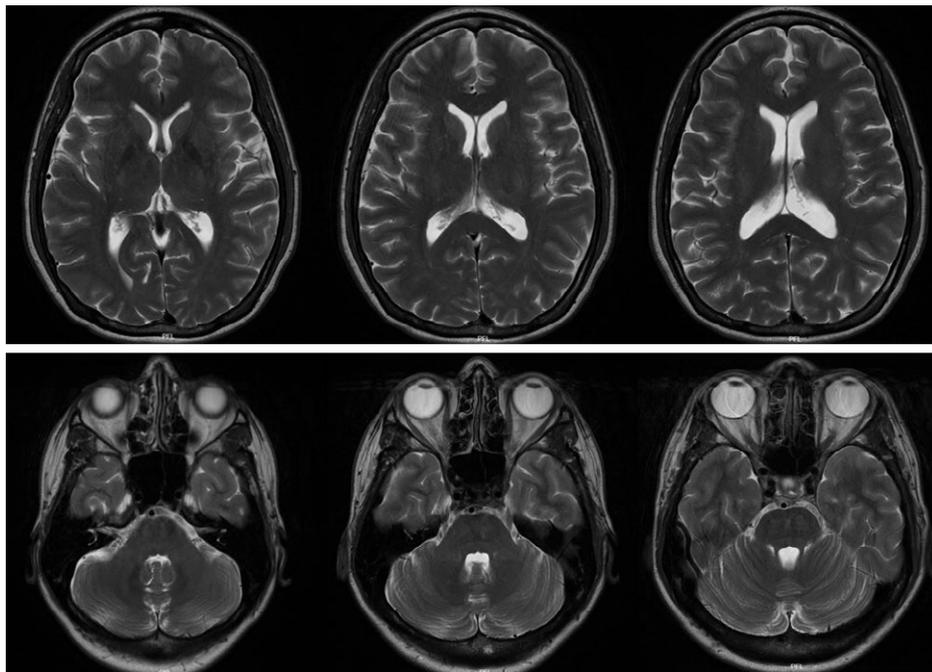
Imagen por resonancia magnética, secuencia potenciada en T2, que no muestra lesiones compatibles con las manifestaciones clínicas de la paciente tanto a nivel supratentorial (fila superior) como infratentorial (fila inferior).
